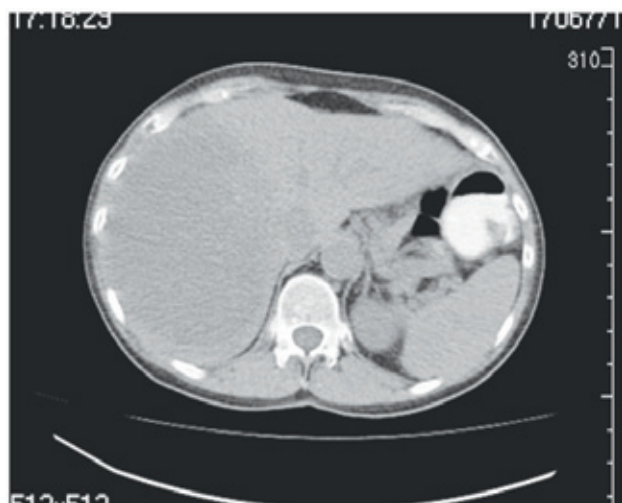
КТ-грамма больной А., 57 л., до операции
